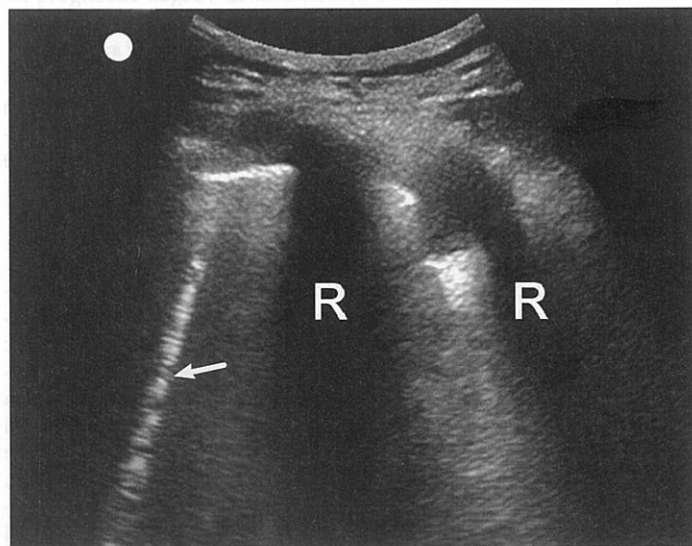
Linii de tip B reprezentând îngroșarea septurilor interalveolare/interlobulare C = coastă; săgeata = linie de tip B [Reprodus cu permisiunea Ma, Mateer, Reardon, and Joing (editori): *Emergency Ultrasound*, ediția a III-a. McGraw-Hill, Inc., 2014. Fig. 7-5, numai Partea C.]
